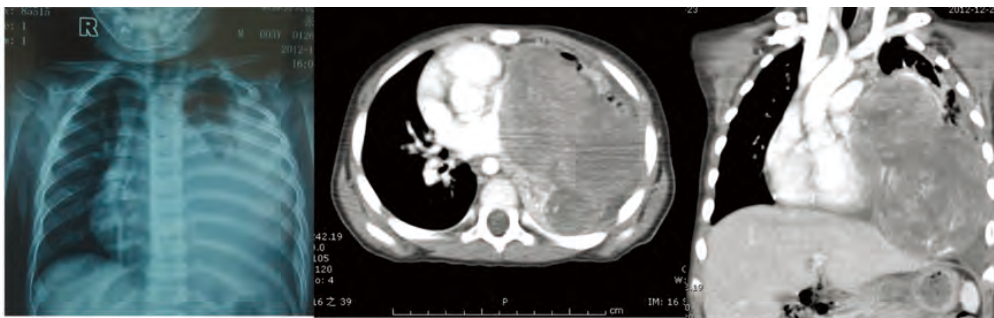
胸片及胸部CT增强示左侧胸腔有一大小约10 cm×10 cm×8 cm哑铃状分叶肿物，增强检查病灶可见不规则强化影。
